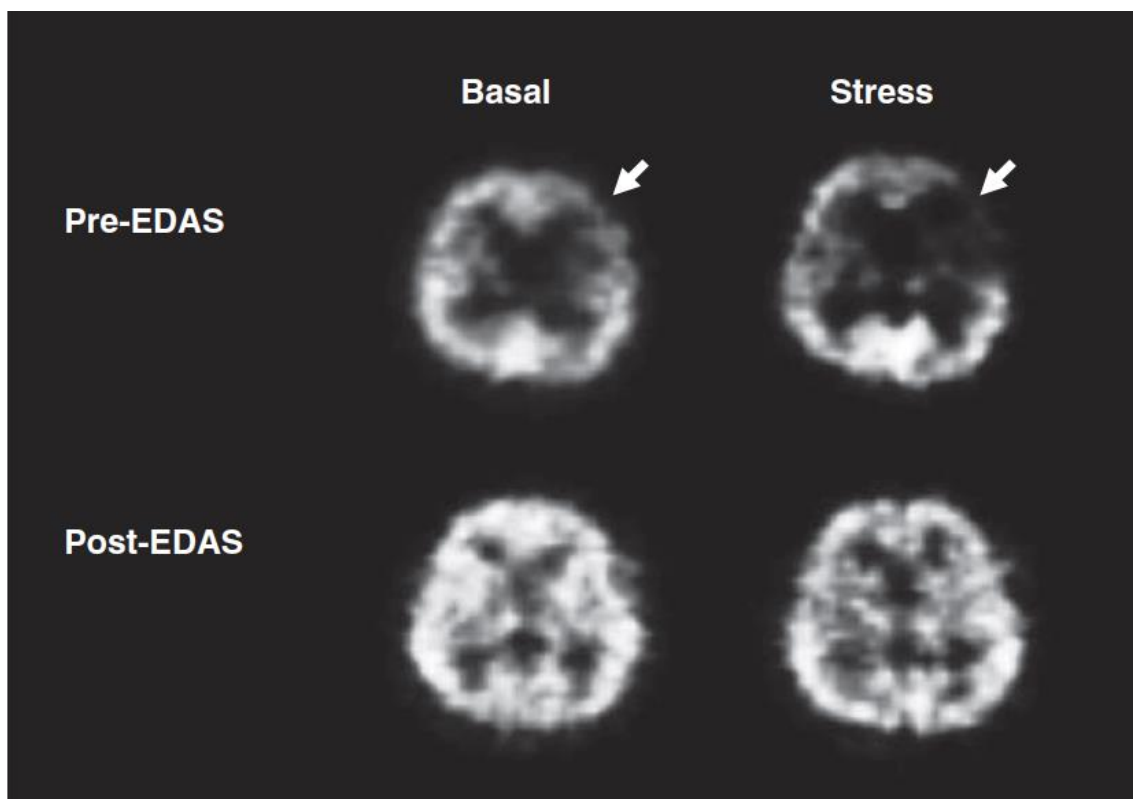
SPECT bajo estrés con acetazolamida. Se evidencia mejoría del estatus hemodinámico cerebral. Mejoría del CBF y del CVB después de la cirugía de revascularización indirecta
